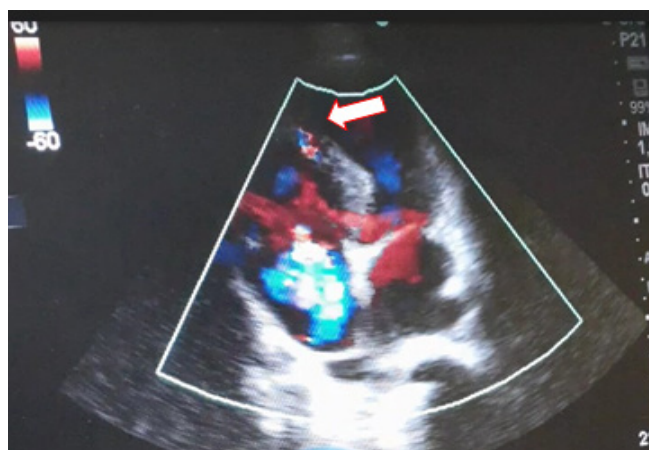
A : Echographie doppler cardiaque transthoracique montrant une CIV en apical
